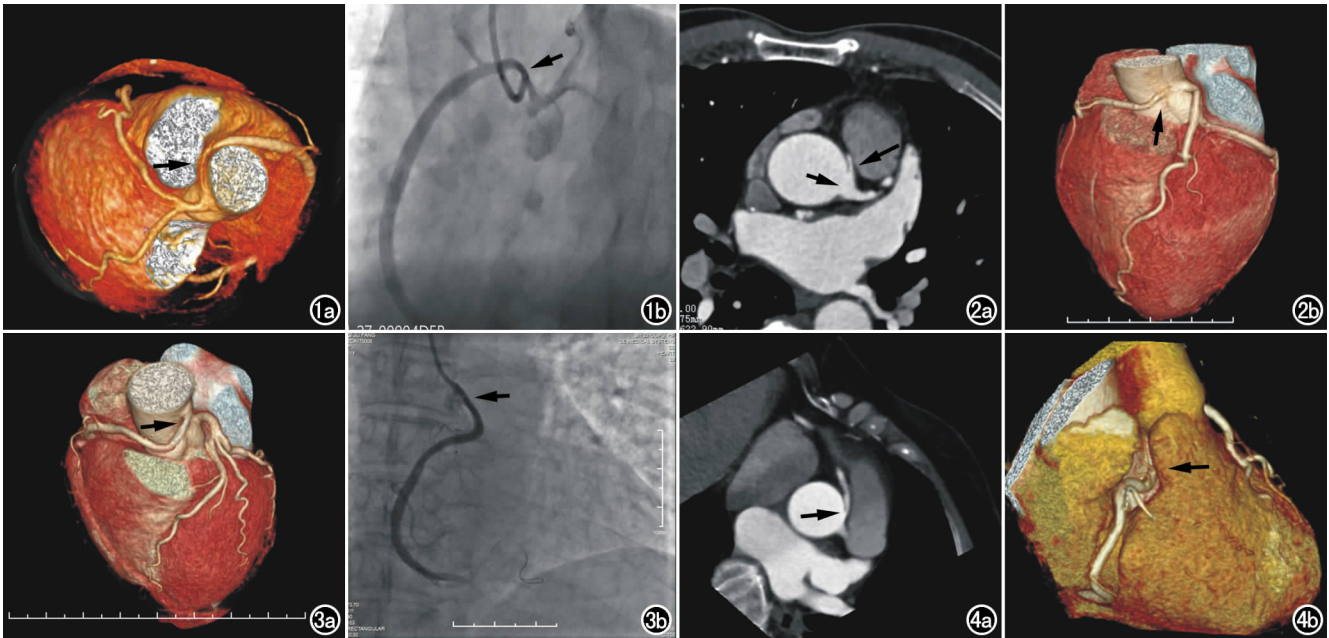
女,52 岁,不稳定心绞痛数月。a)CTA-VR 图像示右冠单独左冠窦开口,右冠开口及起始段狭窄明显(箭),起始段走行于主肺动脉间;b)DSA 冠脉造影示右冠开口于左冠窦,起始段及开口均显示狭窄(箭)。
